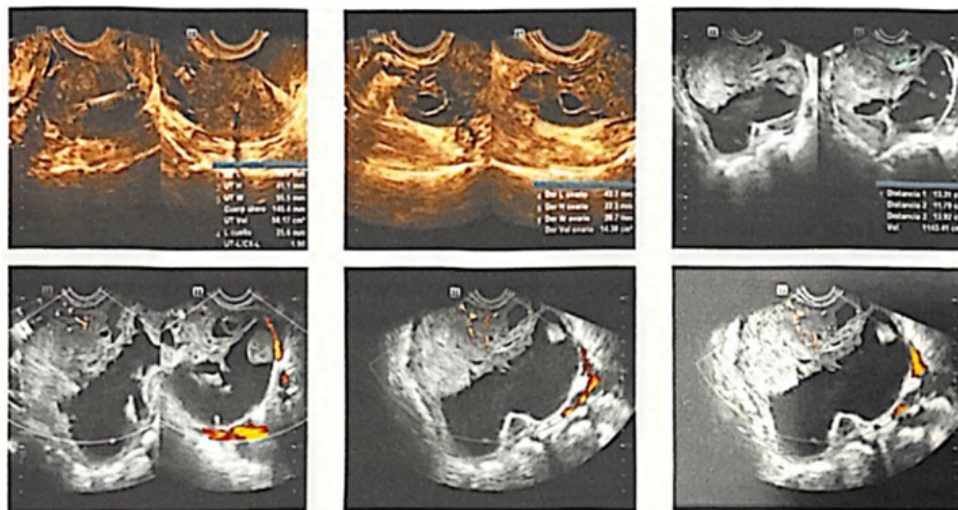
Ultrasonografía pélvica ginecológica transvaginal.
